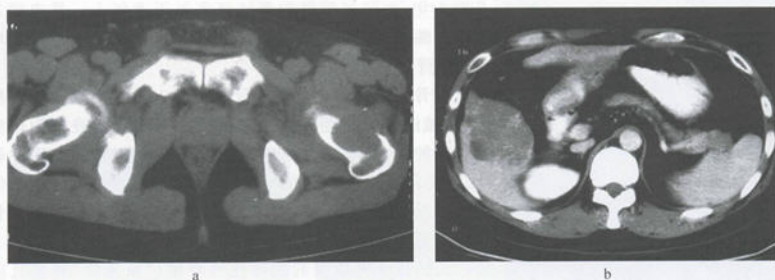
左股骨颈溶骨性转移(肝癌)CT
